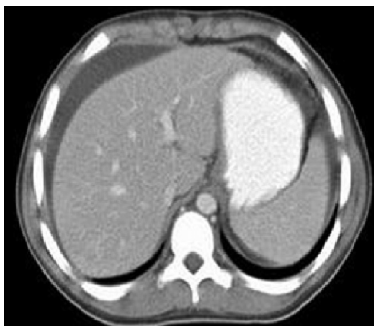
СКТ-ознаки асциту
